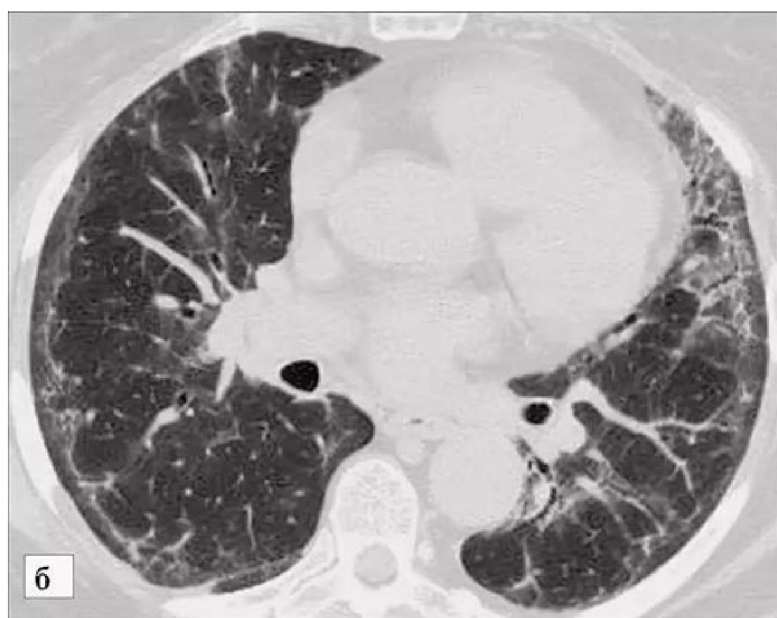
Ретикулярные изменения на КТ грудной клетки
